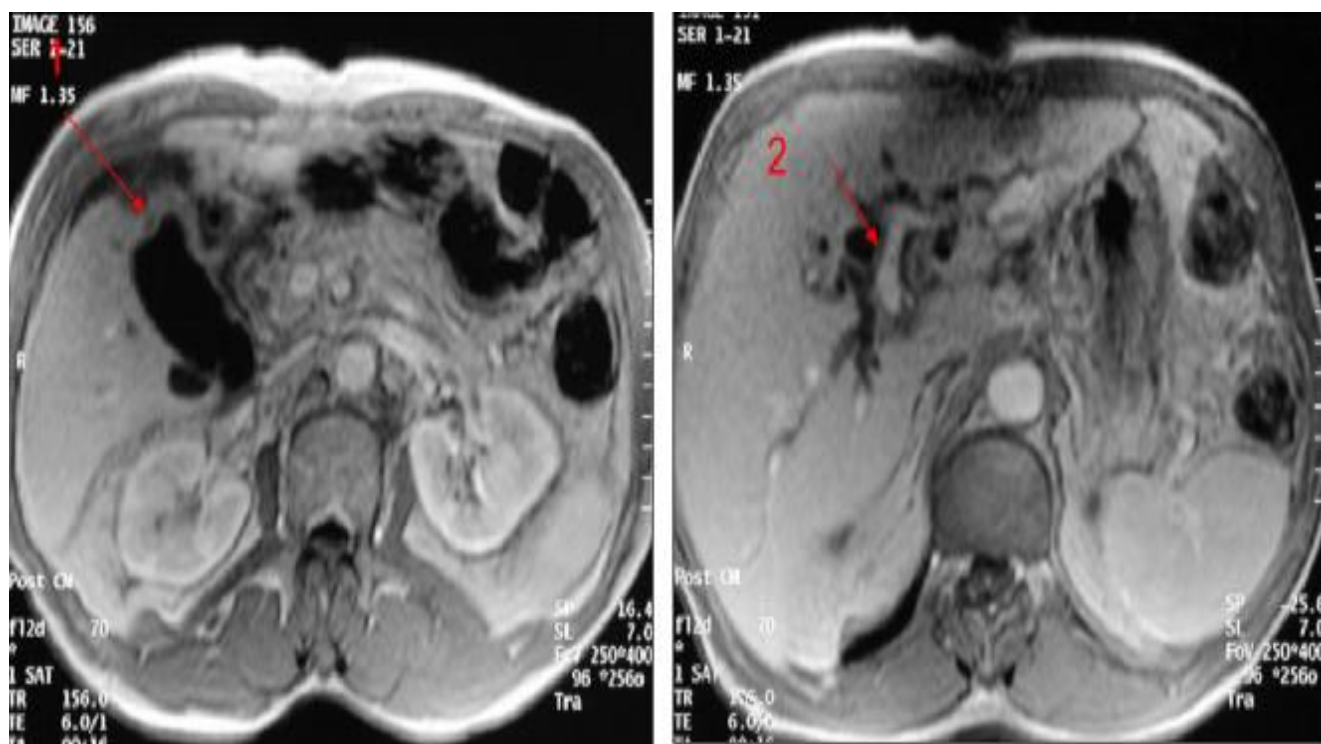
Coupe axiale IRM en séquence FI2d après injection de Gadolinium:
